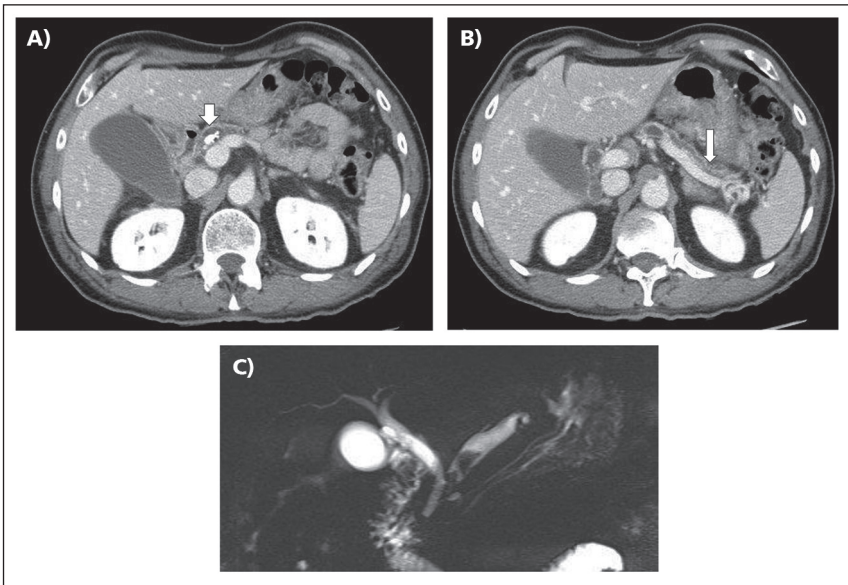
Hombre de 48 años con dolor abdominal recurrente. TAC muestra el conducto pancreático principal dilatado y con cálculos y calcificaciones en su interior (A), además de atrofia del parénquima en cuerpo y cola del páncreas, con dilatación marcada del conducto pancreático principal (B). La colangiografía muestra imágenes compatibles con cálculos en Wirsung dilatado (C).
